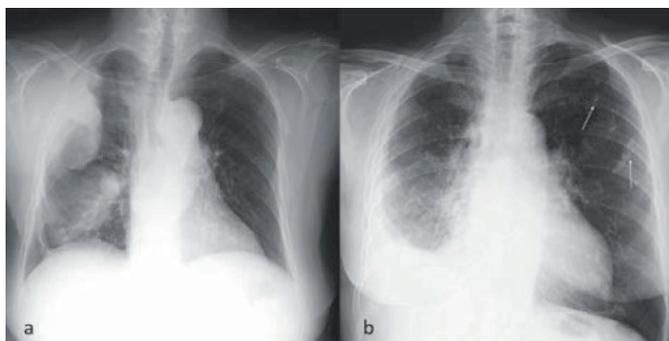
Radiografia de tórax apresenta: a) massa pleural lobulada que invade a parede torácica, sem derrame pleural; b) demonstra derrame pleural e placas pleurais calcificadas à direita.
